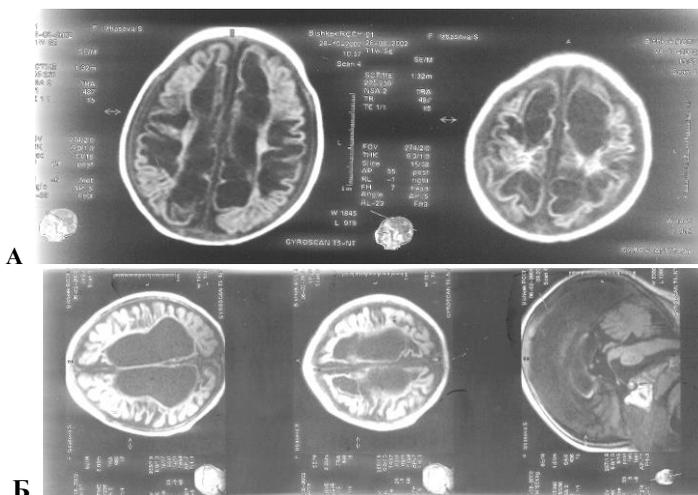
МРТ головного мозга ребенка С., возраст 1 год 3 месяца, девочка. Диагноз: Перинатальная энцефалопатия, гидроцефалия: А – в течение 6 месяцев лечилась общепринятыми методами, включая мочегонную терапию; Б – через 2 месяца после проведения 3-х курсов непрямой лимфостимуляции. Гидроцефальный синдром регрессировал
